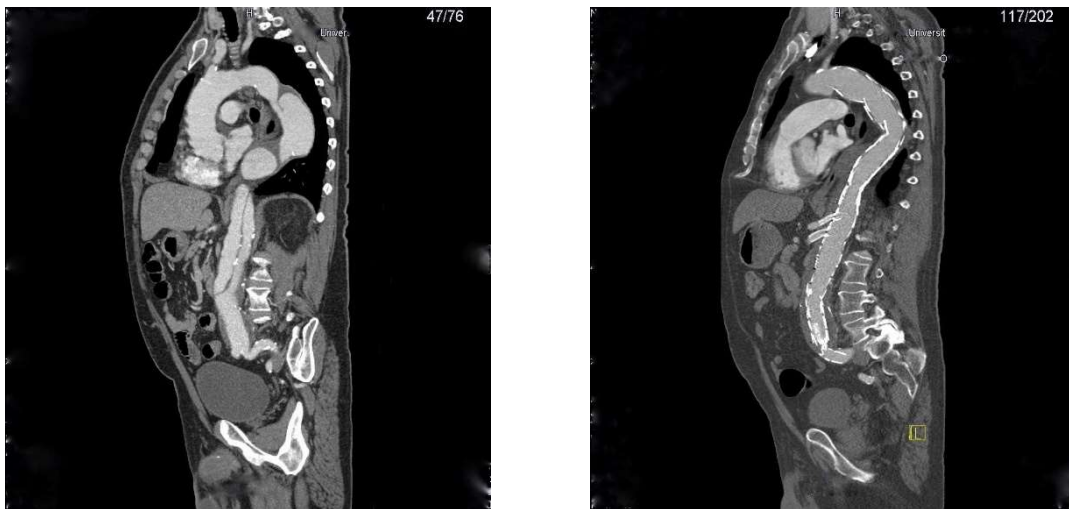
CT-Abdomen nach i.v. Kontrastmittelgabe, Sagittalschnitt: TAAA unversorgt (links); TAAA nach EVAR (rechts) (Quelle: elektronisches Bildarchiv des UKR)
